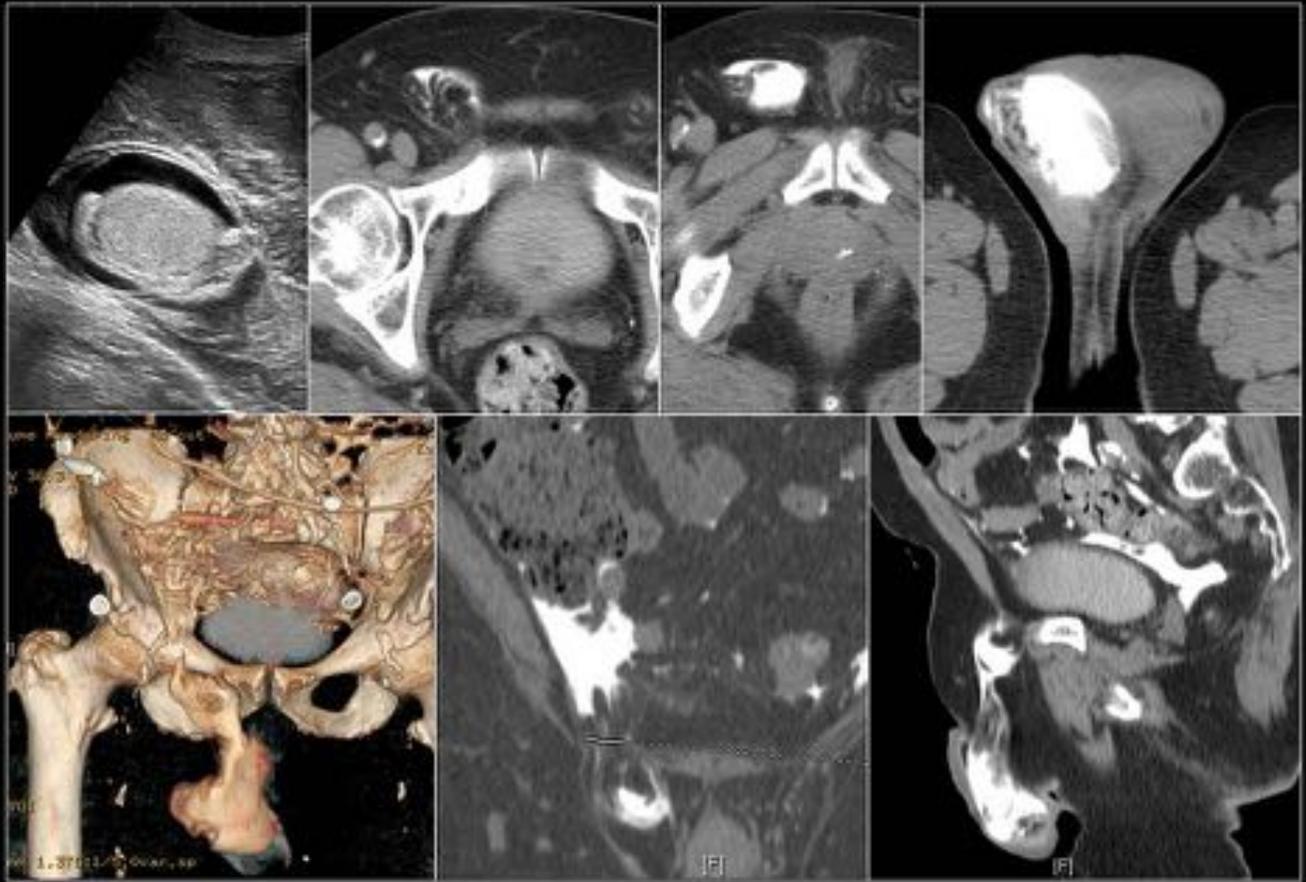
Fugas. Edema genital. La TC peritoneografía demostró la presencia de una hernia inguinal derecha complicada con rotura de membrana peritoneal como causante del edema genital. La hernia se reparó quirúrgicamente y tras reposo peritoneal el paciente siguió con la DP.
